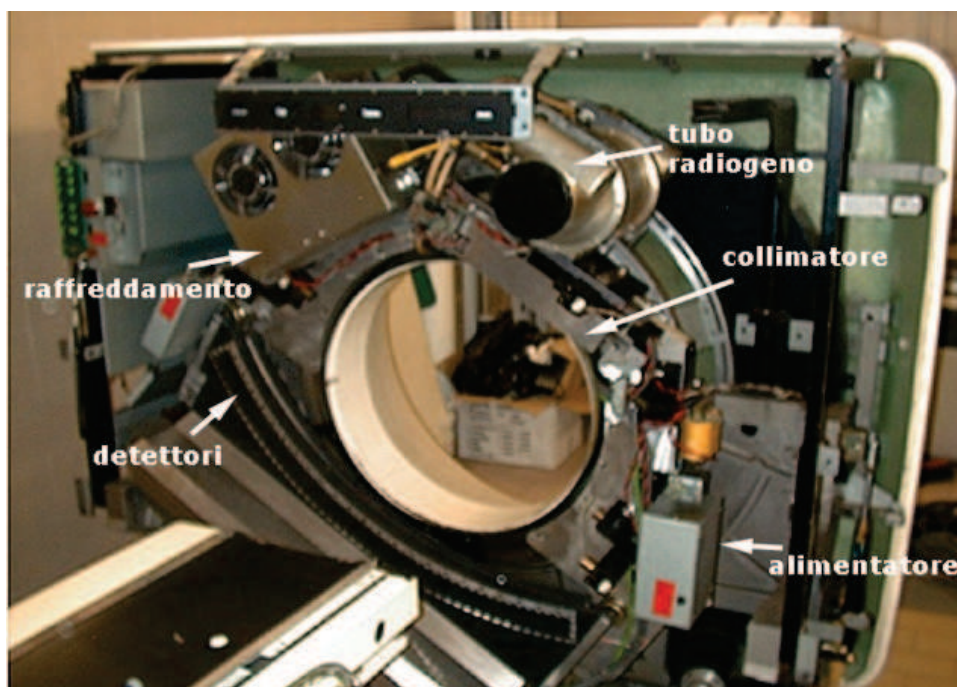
Componenti di una apparecchiatura TC
